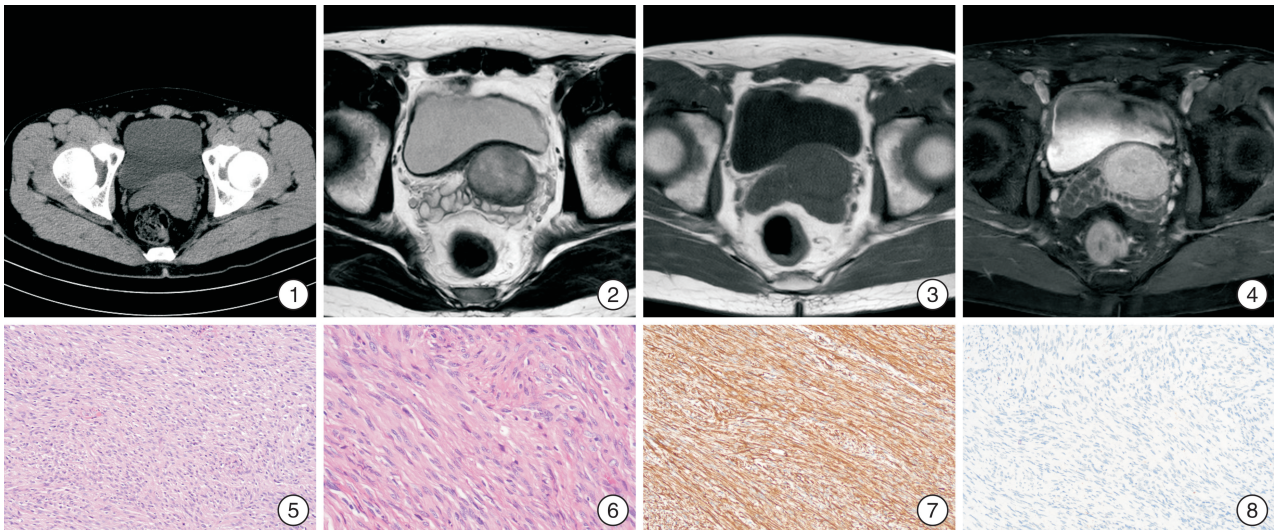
膀胱 CT 平扫；图 2 前列腺 MRI 的 T2 序列轴位图；图 3 前列腺 MRI 的 T1 序列轴位图；图 4 前列腺 MRI 的 T1 序列增强轴位图；图 5 低倍镜(苏木精-伊红×20)；图 6 低倍镜(苏木精-伊红×40)；图 7 免疫组织化学:Vimentin(+); 图 8 免疫组织化学:CK(-)
